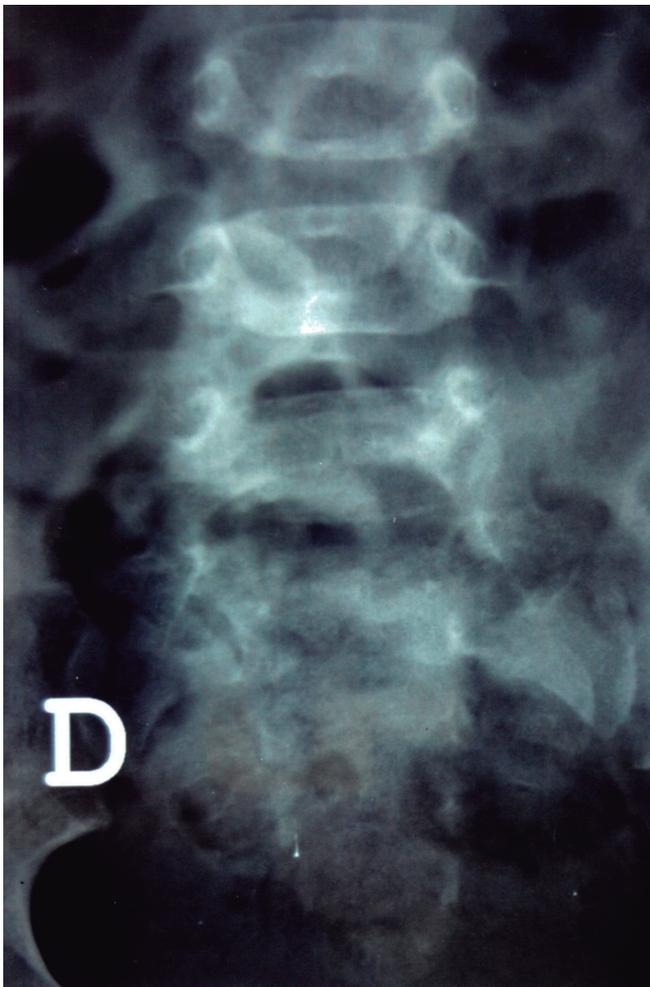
Figura # 2.- Radiografía de columna lumbo-sacra simple. Demostrativa de alteración de la morfogénesis normal del sacro.
